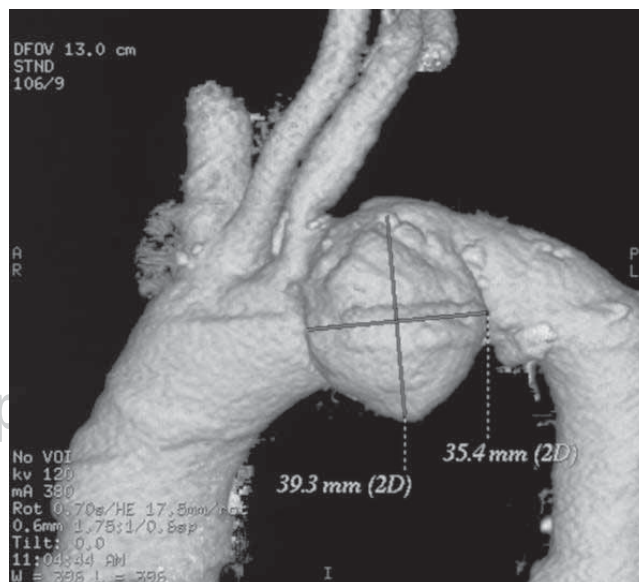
Reconstrucción tridimensional de la tomografía axial que muestra el aneurisma de aorta torácica de 39.3 x 35.4 mm con emergencia adyacente de la arteria subclavia. La arteria carótida izquierda emerge del tronco braquiocefálico («cayado bovino»).
